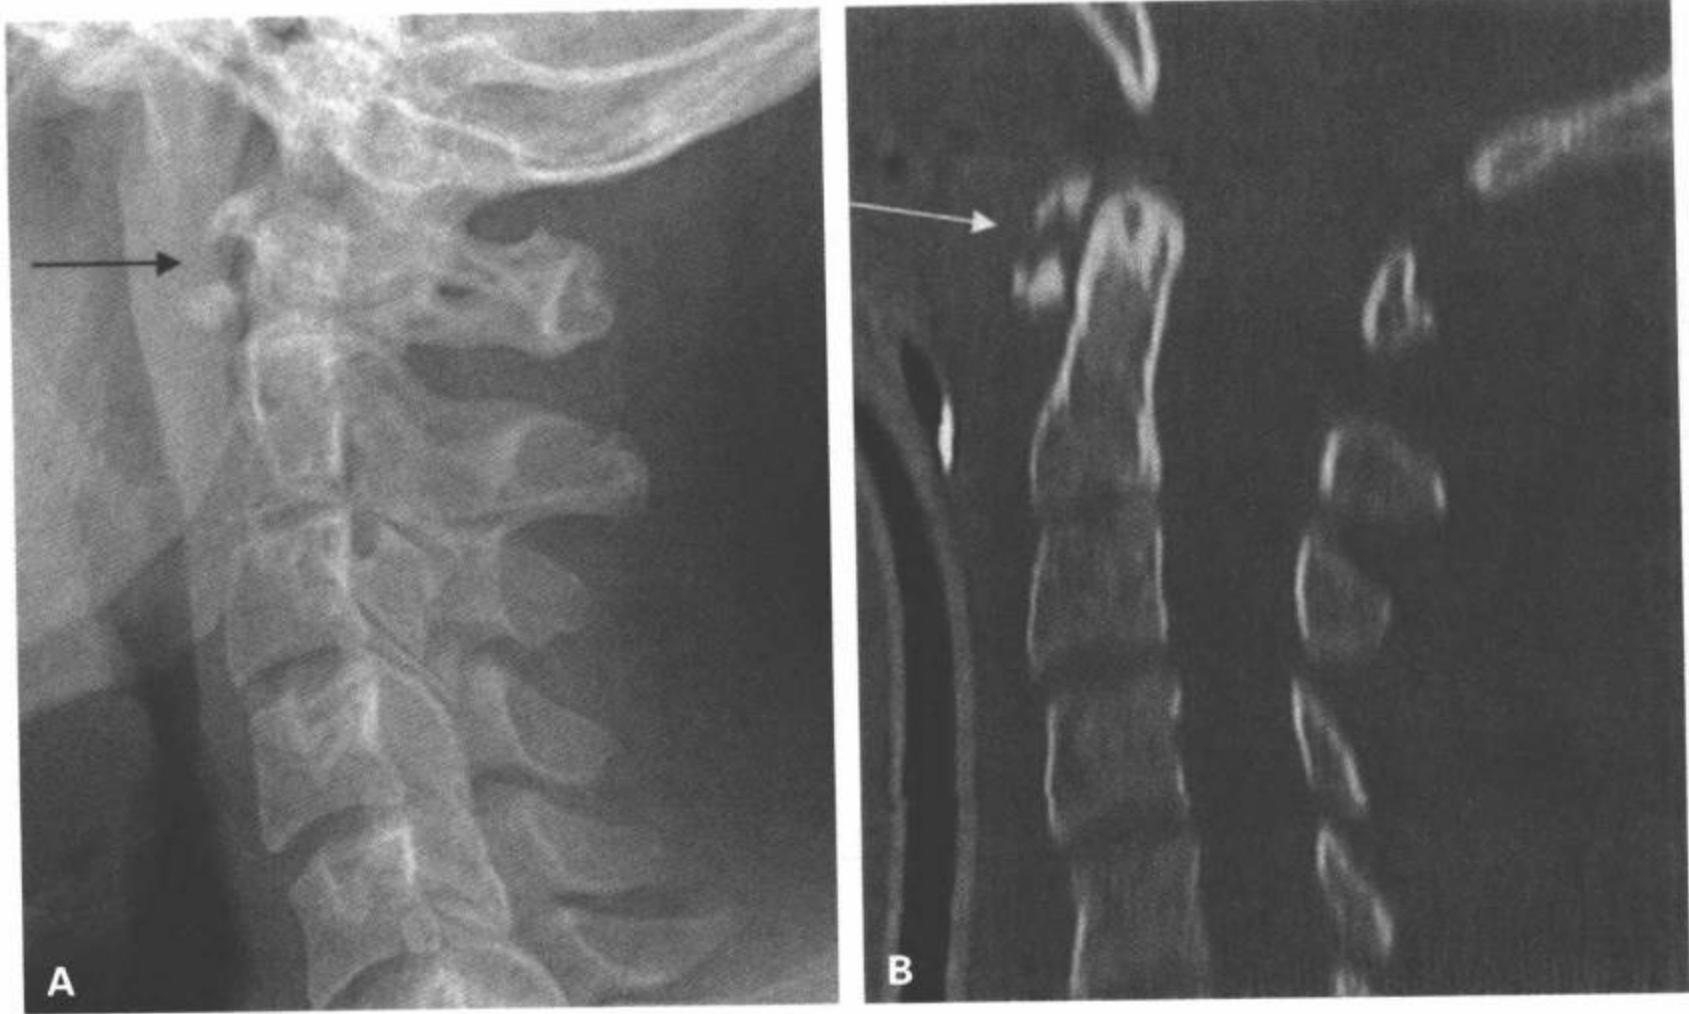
C1前弓过度伸展性撕脱骨折(水平)。A:侧位片和(B)CT多平面重组矢状面图像显示寰椎前弓撕脱骨折(箭)及椎前软组织肿胀。
